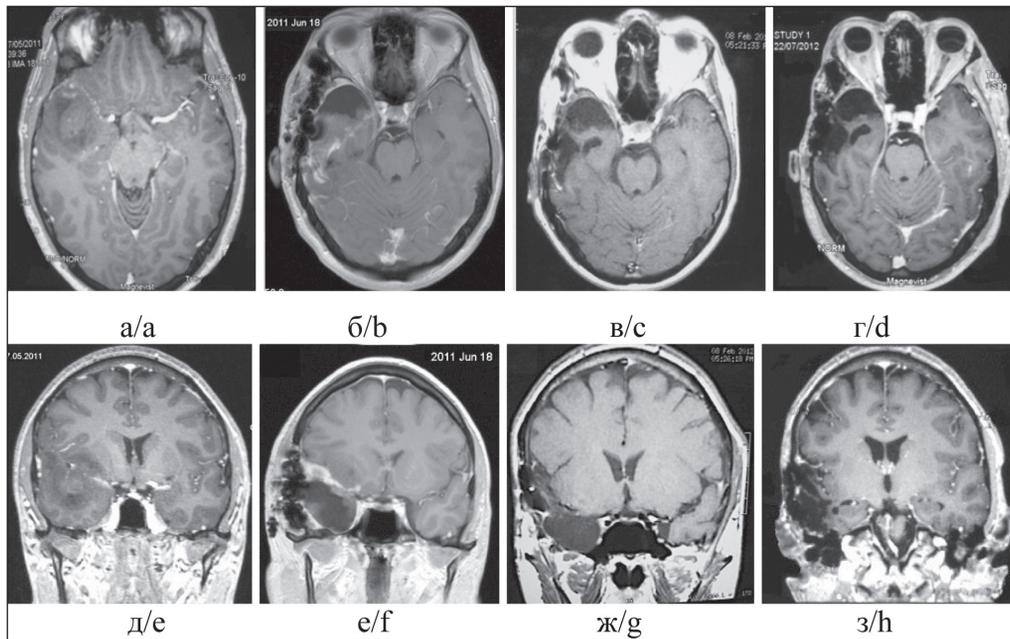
ЦНС-НБ. МРТ с контрастным усилением: а, д – МРТ до операции, размеры опухоли 64×46×49 мм, без накопления контраста; б, е – МРТ после субтотальной циторедукции; в, ж – МРТ после 6 циклов ПХТ по схеме ЕР, полный ответ на терапию; г, з – МРТ спустя 6 мес после ЛТ и ПХТ, полный ответ на терапию сохраняется
